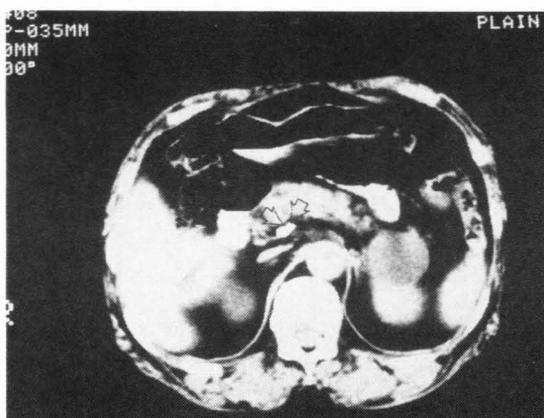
症例4のERCP後CT：主膵管は造影され、膵の背側に長円形の造影剤の漏出像（▽）を認める。
